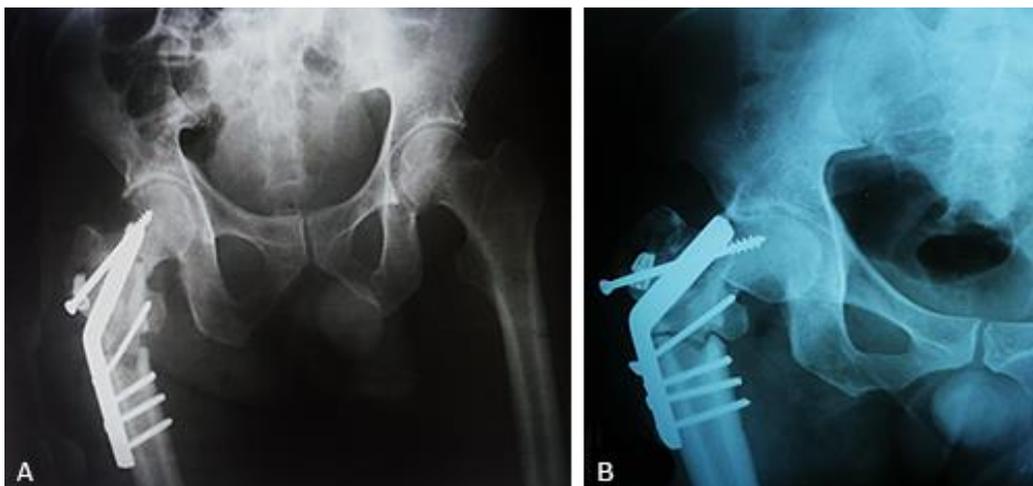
Radiografía de pelvis ósea al noveno mes: desanclaje de material de osteosíntesis. No se observa consolidación ósea de las fracturas.
